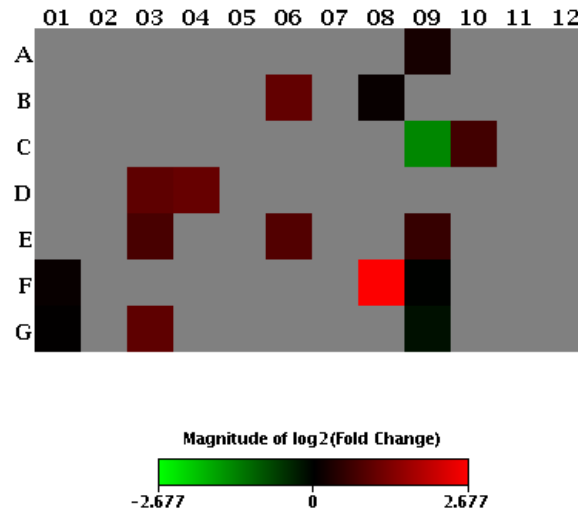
Mapa de calor da expressão gênica da cicatrização do GC- *versus* GC+, de CT de queratinócitos (n=10).
